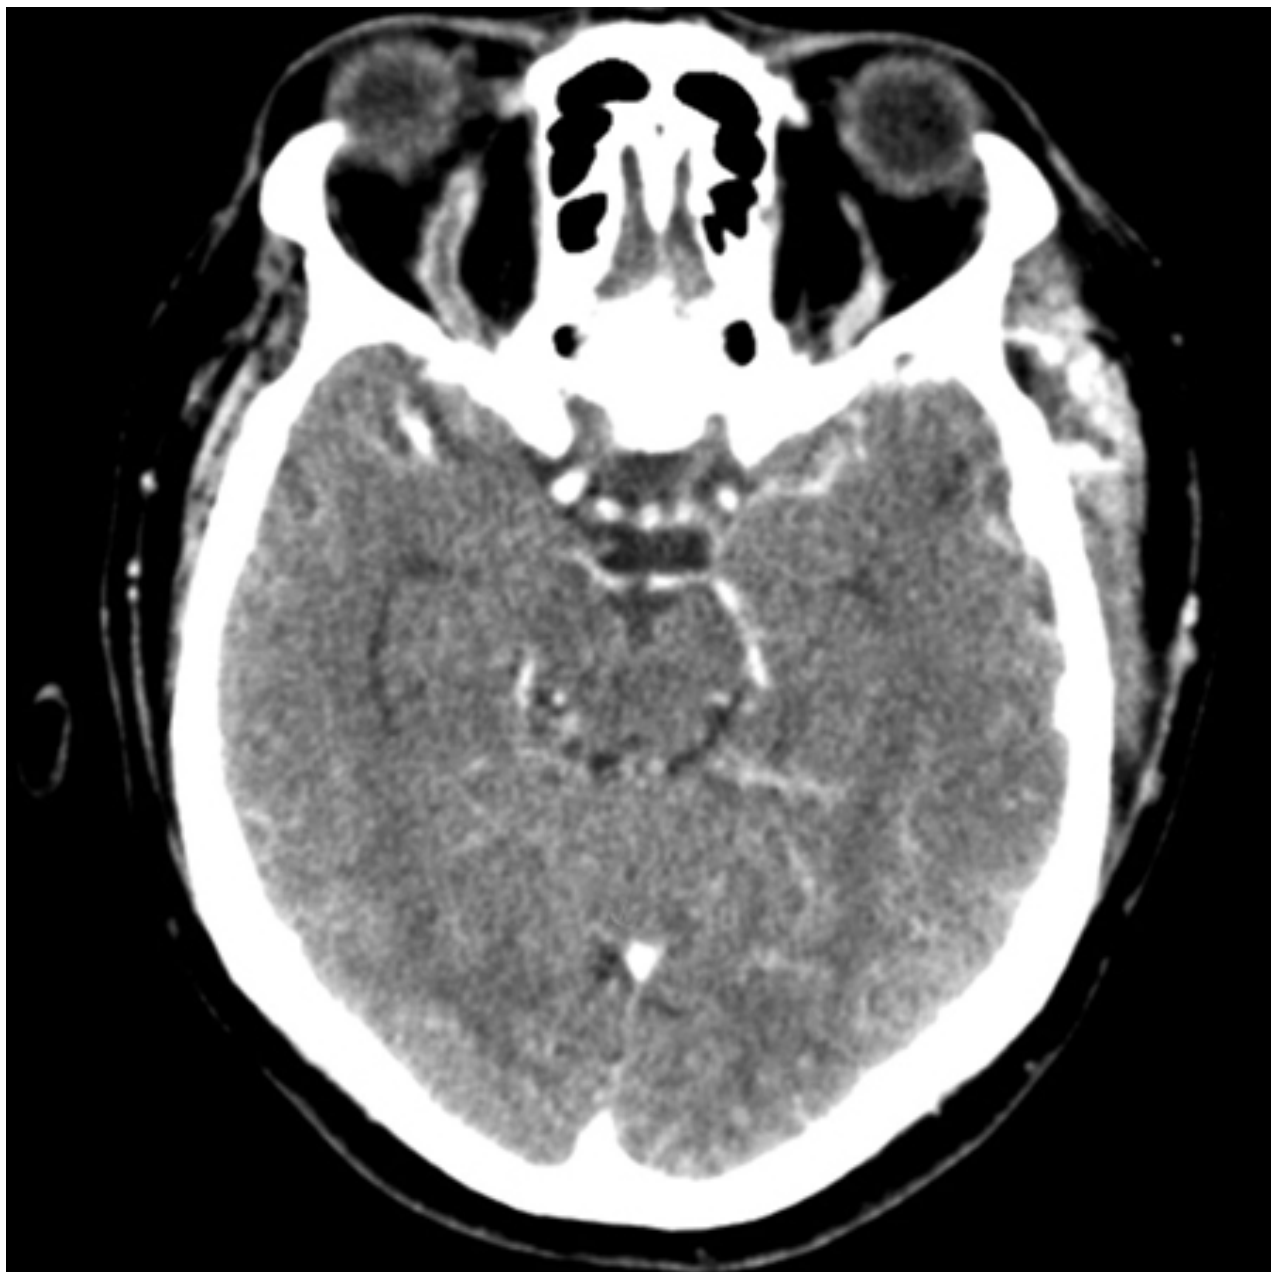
Tomografia computadorizada (TC) de crânio na fase pós-contraste venosa (visão axial) revelando uma veia oftálmica superior direita aumentada em forma de "S" associada a proptose
